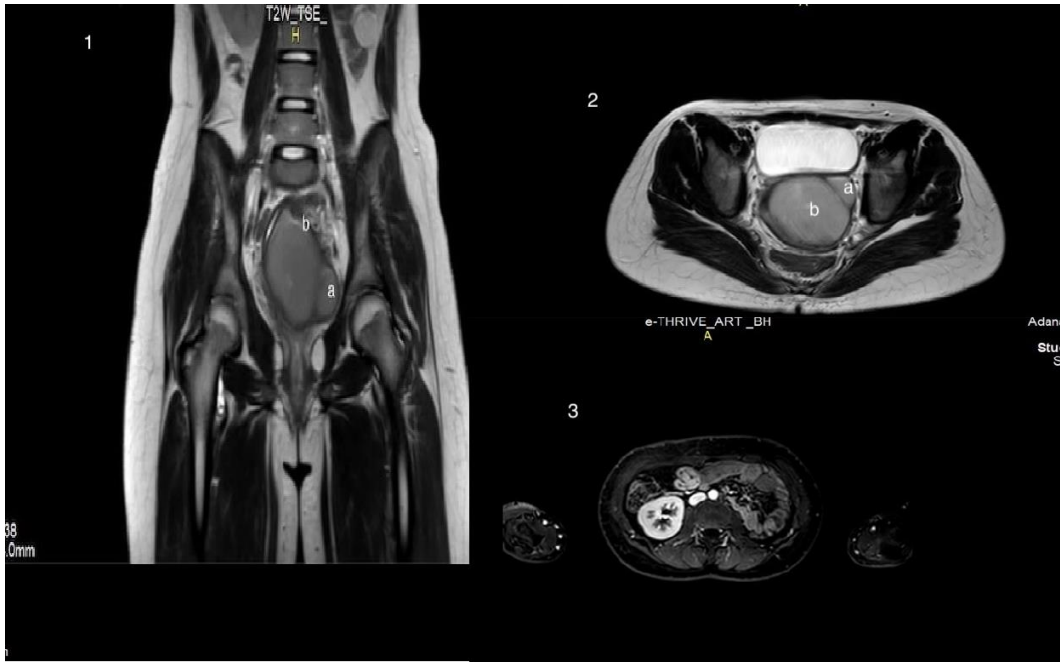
Longitudinal (1) and sagittal (2) MRI view of drained (a) and non-drained (b) uterine cavity and MRI view of unilateral renal agenesis (3)
